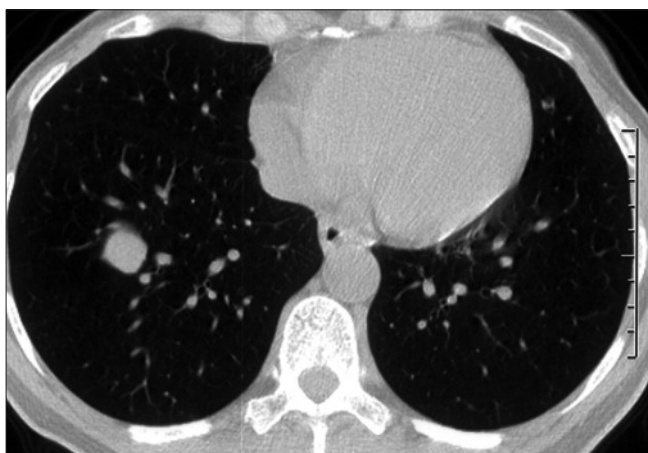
CT torace fereastră de parenchim, nodul pulmonar solitar lob inferior drept. Intervenția chirurgicală: enucleorezecția nodulului. Histopatologic: hamartom.
